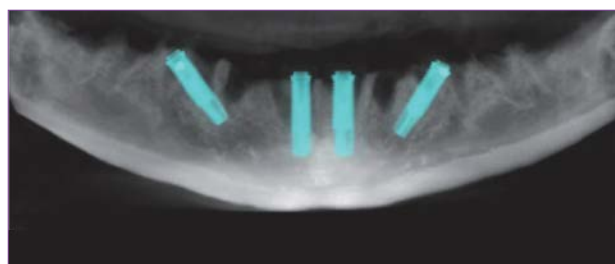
Ortopantomografía 2D con el diseño virtual All-on-4 inferior.
